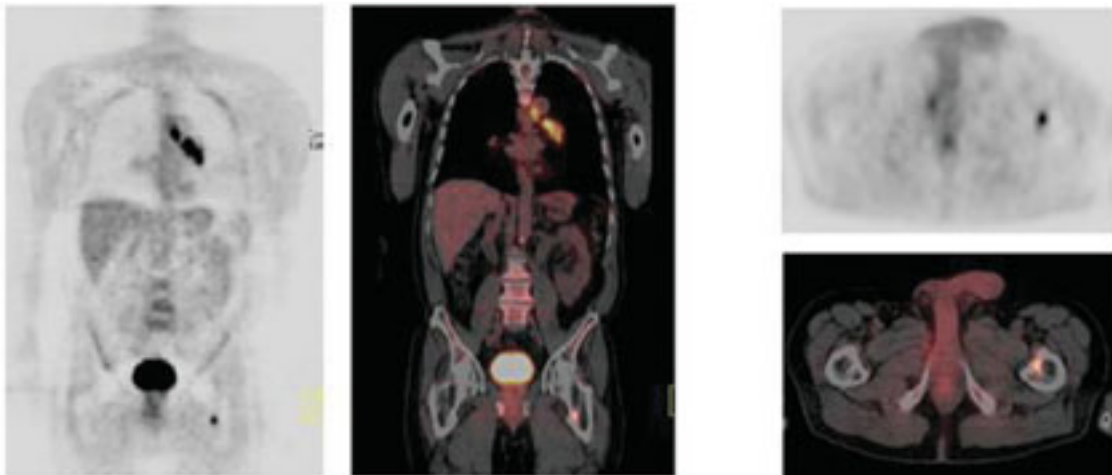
Hombre de 66 años de edad, con antecedentes de cáncer de pulmón, cabeza y cuello. Persisten los focos anormales de FDG vistos en una PET anterior, ubicados en los campos pulmonares posterior y lateral izquierdos, en la región del hilio izquierdo y de la carina. Se observa también captación de FDG en el área de la cadera izquierda por posible metástasis ósea.
